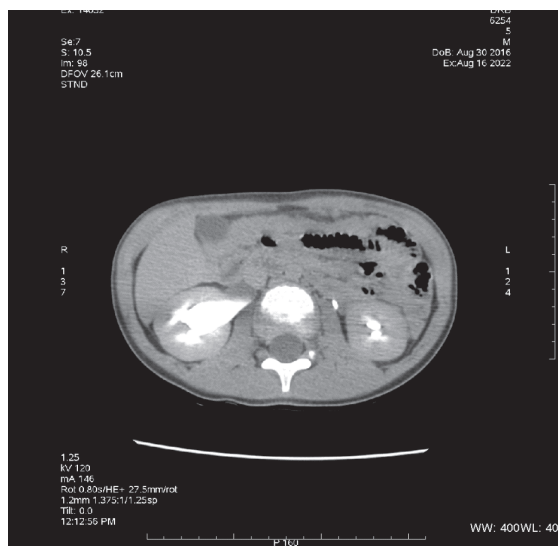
СКТ. В правой почке видна широкая лоханка, которая переходит в проксимальный отдел мочеточника, уходящий за нижнюю полую вену
